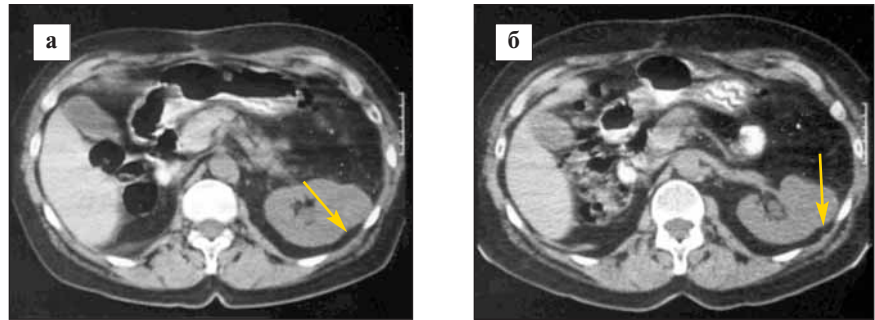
МСКТ перед оперативным вмешательством (а) и через 2 года после РЧА (б) Визуализируется опухоль единственной левой почки, размерами около 3 см. Динамики увеличения образования нет. Неизменность денситометрических характеристик во все фазы исследования может служить признаком отсутствия патологической ткани в зоне РЧА
